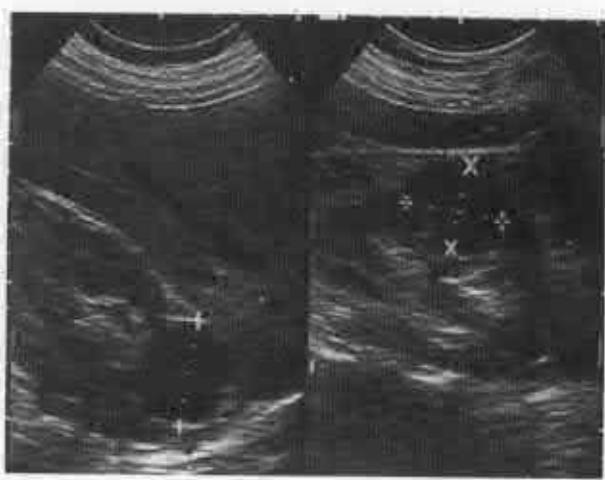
Examenul doppler ecografic complex al transplantului renal
